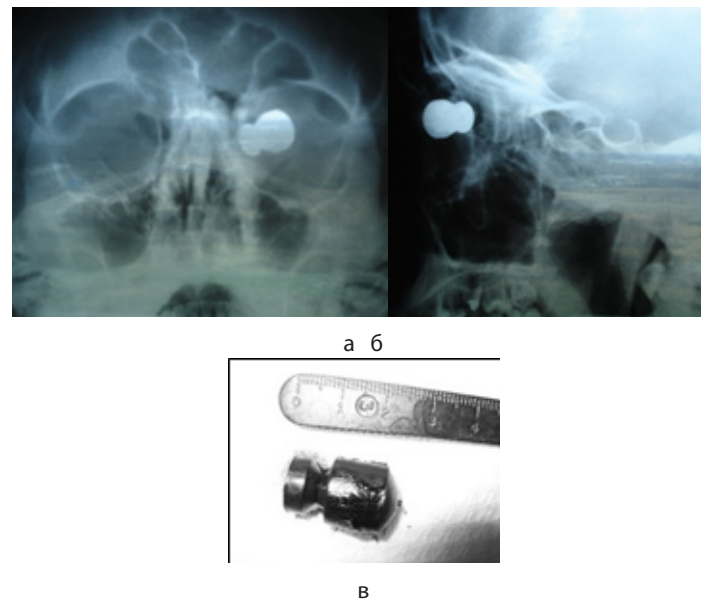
Рентгенограмма черепа больного К., 19 лет. а – носо-подбородочная проекция и б – сагиттальная проекция (пуля в проекции левой орбиты, перелом носовых костей и лобного отростка верхней челюсти); в – удаленное инородное тело.
